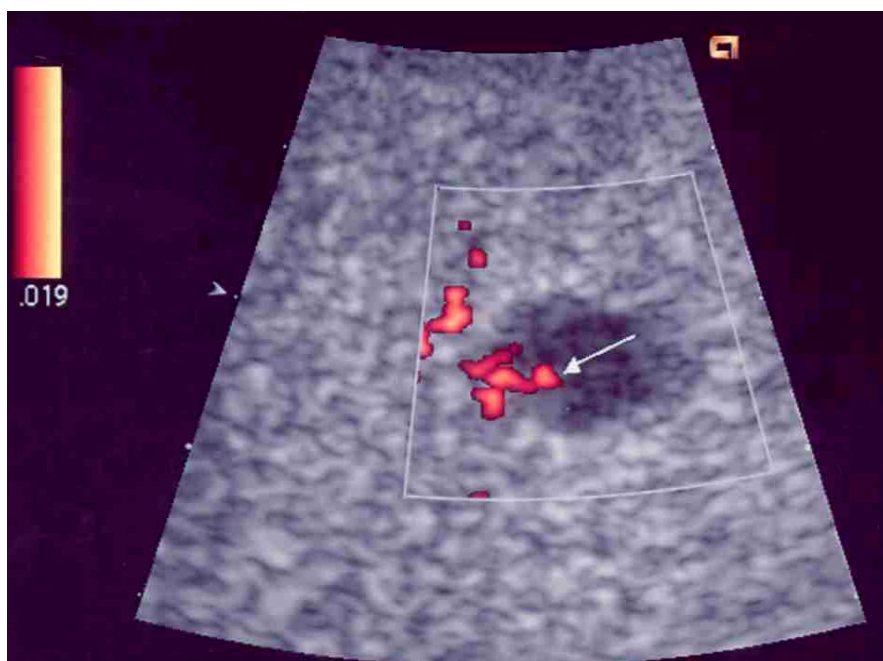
Power-Doppler: Im Bereich des Rundherdes Flußsignal detektierbar.
